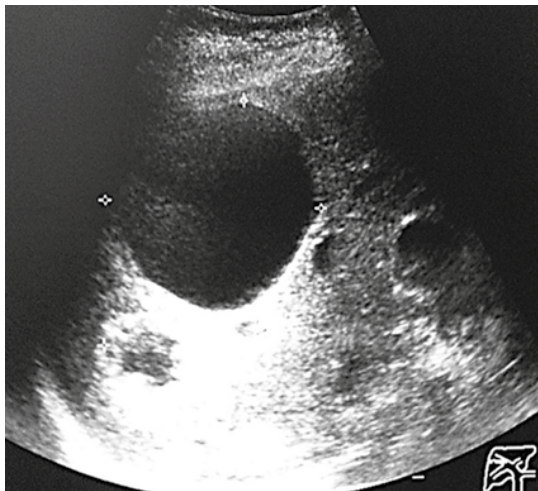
Ultrasonido que demuestra imagen de contenido líquido.
